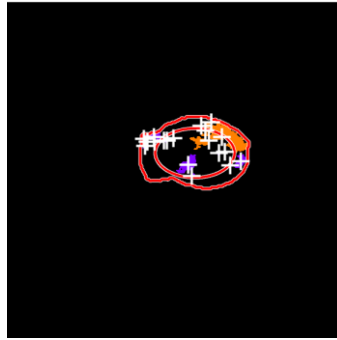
Ecografia 0166 sonda Samsung. In arancione è visibile l'area eliminata secondo la metrica appena descritta.
